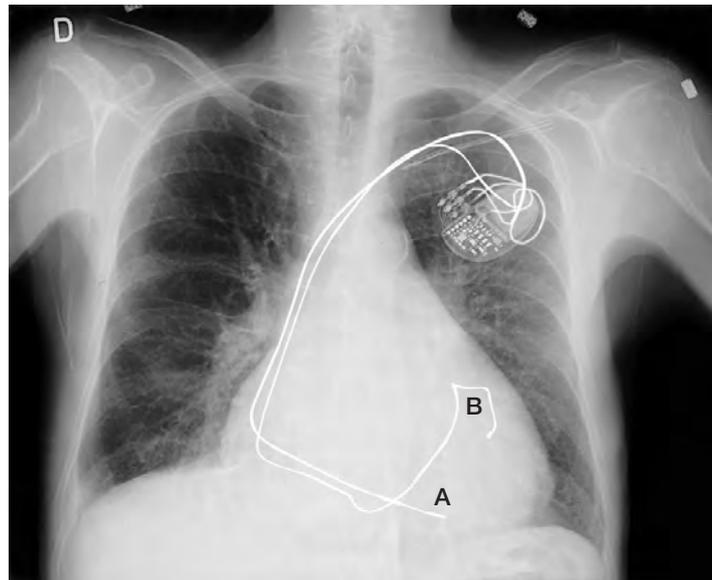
Radiographie thoracique (antéro-postérieure) montrant la position des sondes de stimulation après l'implantation d'un système de resynchronisation cardiaque. Une sonde (A) est implantée dans le ventricule droit de manière classique; la sonde (B) est implantée en regard de la paroi postéro-latérale du ventricule gauche, par l'intermédiaire d'une branche du sinus coronaire.
